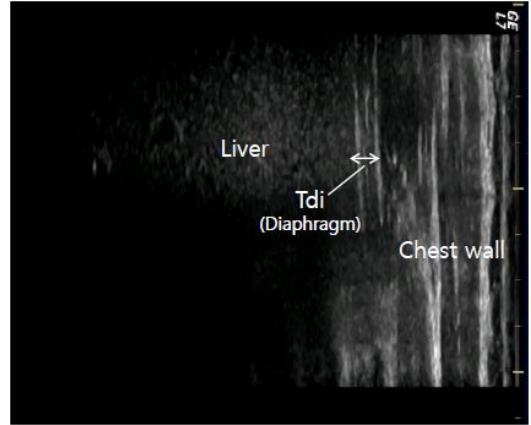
Ultrasound image of the diaphragm in the zone of apposition. Tdi: diaphragm thickness
